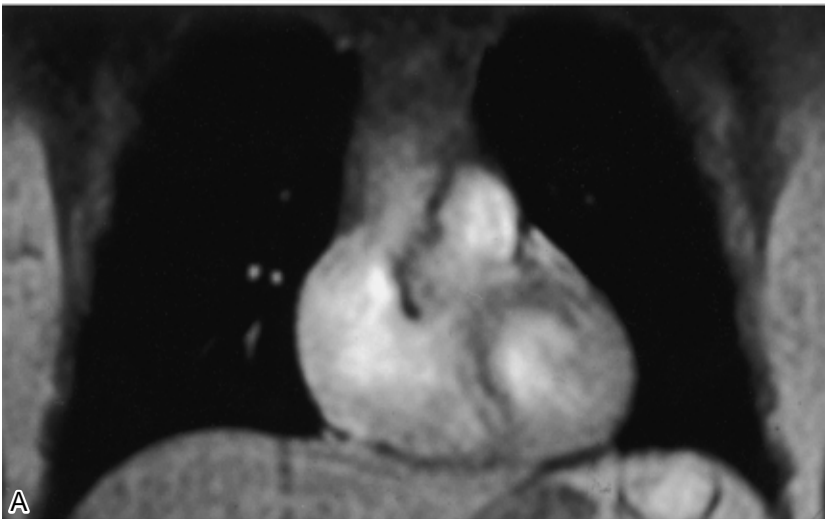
Breathing dynamic cine MRI of chest showing frontal view of the mediastinal mass shadow : (A) on deep inspiration, and (B) on deep expiration. Remarkable discrepancy between (A) and (B) is observed.
